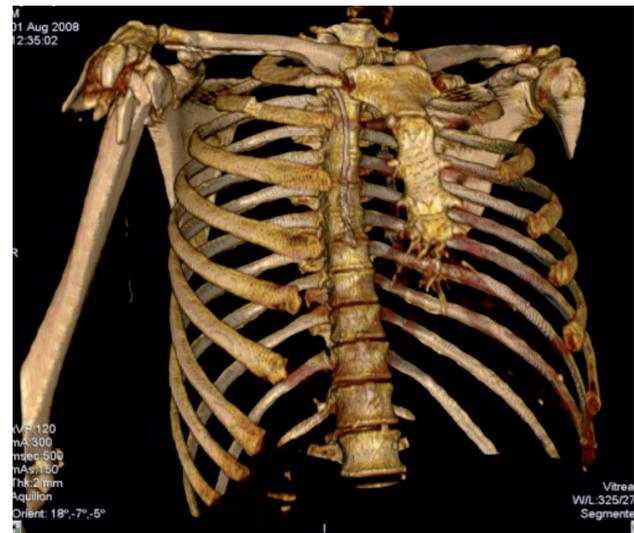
Reconstrucción tridimensional de TAC en fractura luxación de extremidad superior de húmero en mujer de 48 años.
